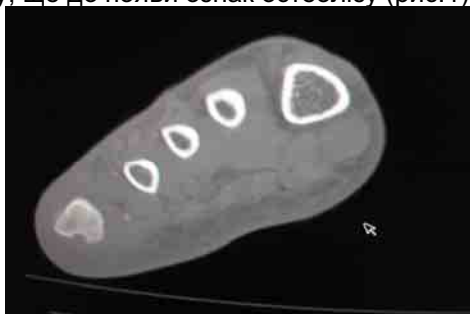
Комп'ютерна томограма правої стопи у пацієнта Щ., 51 рік, з ожирінням 2-го ступеня (поперечна томограма на рівні середини плеснових кісток). Пояснення в тексті.
